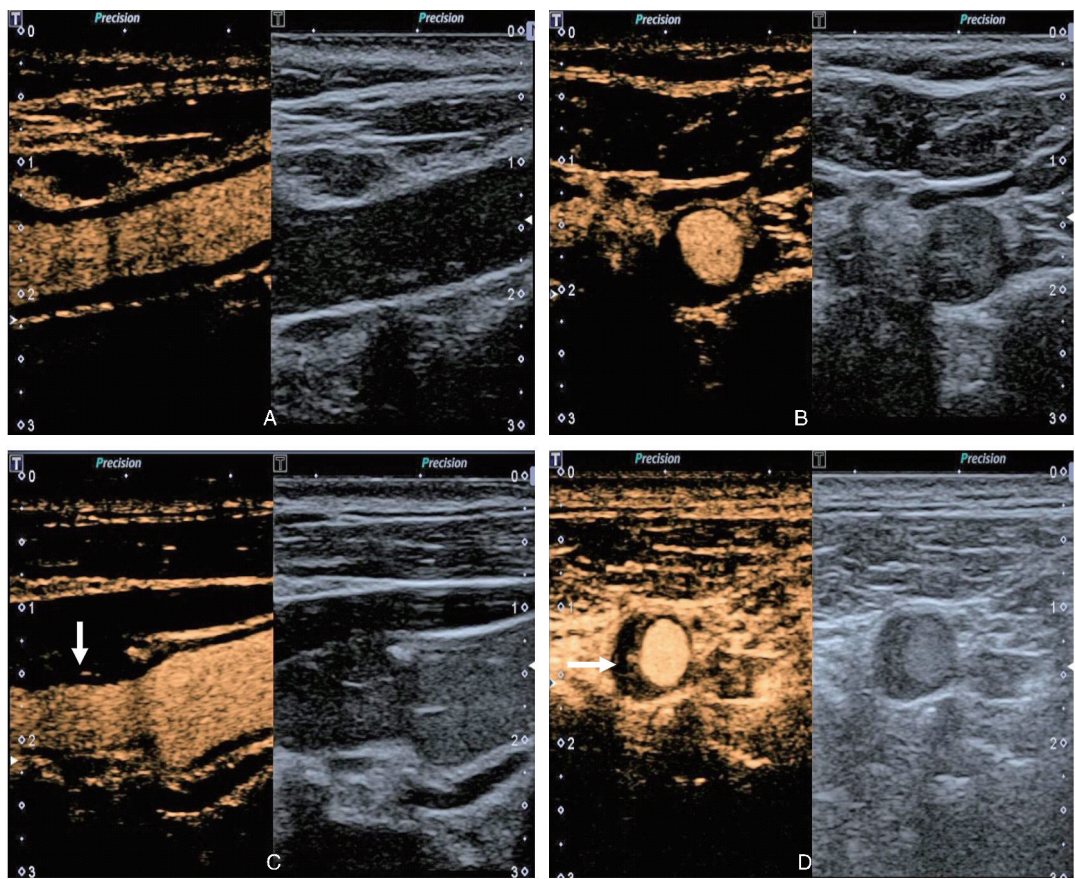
超声造影视觉评分 A 为 0 分,斑块无增强;B 为 1 分,斑块内有点状增强;C 为 2 分,可见点状及 1~2 条短线样增强;D 为 3 分,斑块内可见线状增强,有血液流动征。
